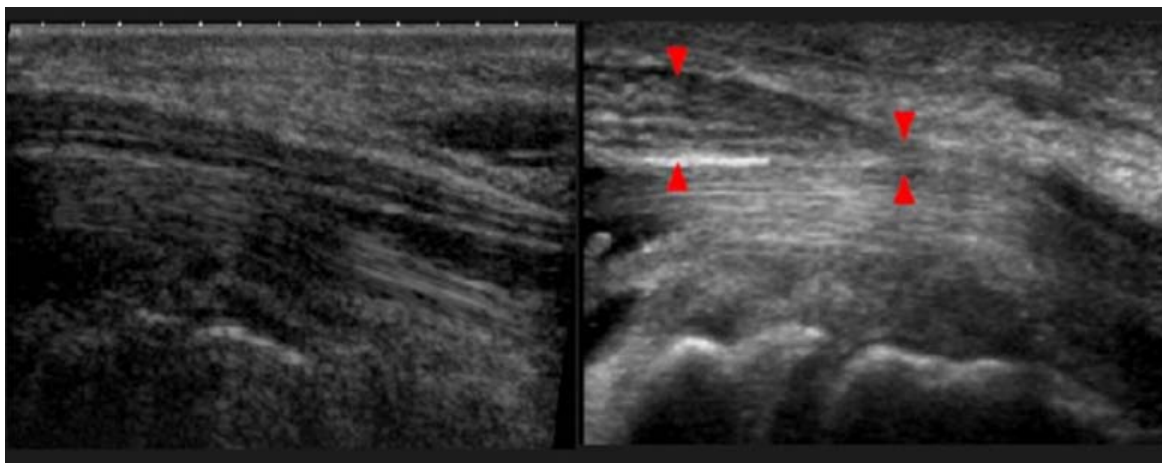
Examen transversal du poignet par échographie montrant le signe de l'encoche <NOTCH SIGN> : Rupture brutale du calibre du nerf élargi en amont de la sténose et aplati dans le canal [58].
